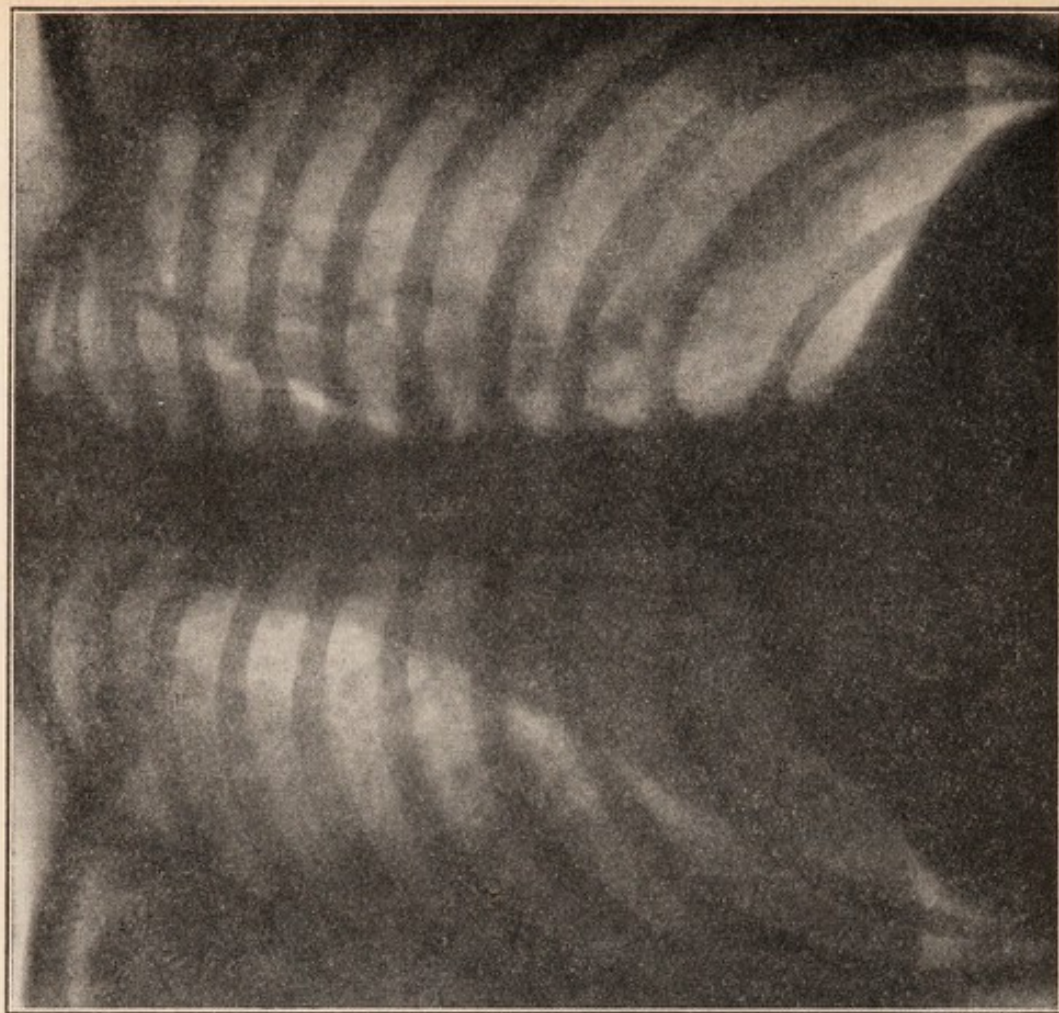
Röntgenbild VD. — Derselbe Fall wie im vorstehenden Röntgenbild, 3 Wochen später; der zwischen der Lungenbasis und dem Zwerchfell verhäufte Strang ist in der Zwischenzeit allmählich dünner geworden bis zum Verschwinden.
